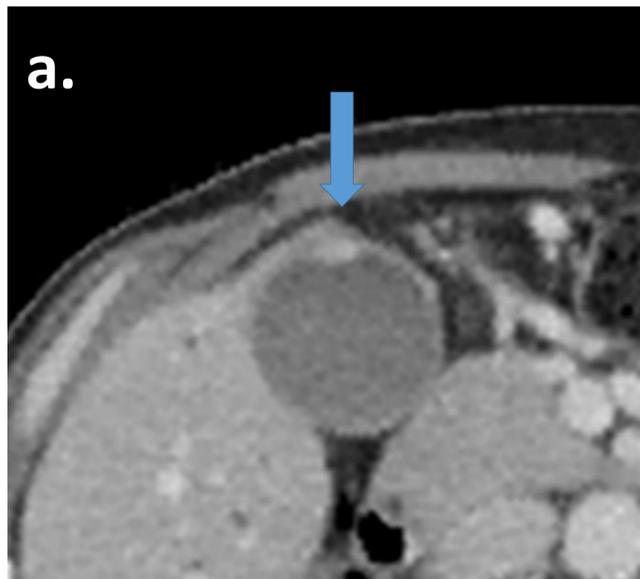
TC con CIV, corte axial. Varón de 60 años con carcinoma renal estadio 4 conocido. TC de control por ictericia obstructiva. En los cortes axiales se observan múltiples engrosamientos nodulares de la pared vesicular hipervasculares. Hallazgos sugestivos de metástasis vesiculares.
